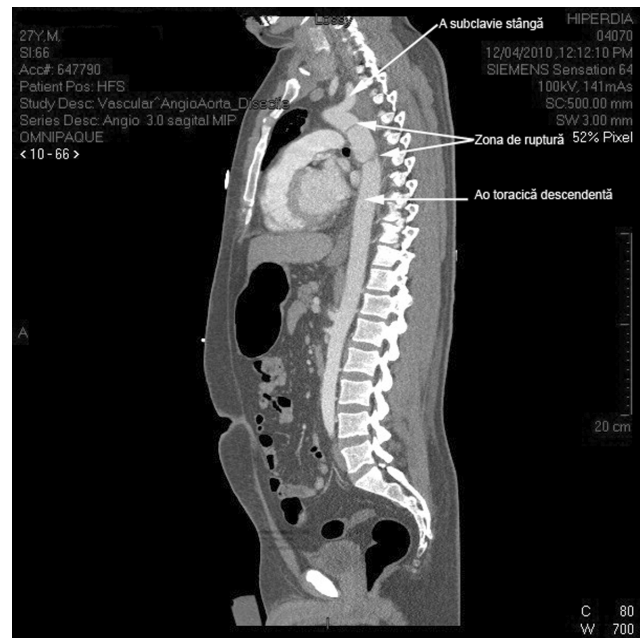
Angio-CT. Ruptură de aortă istmică.
